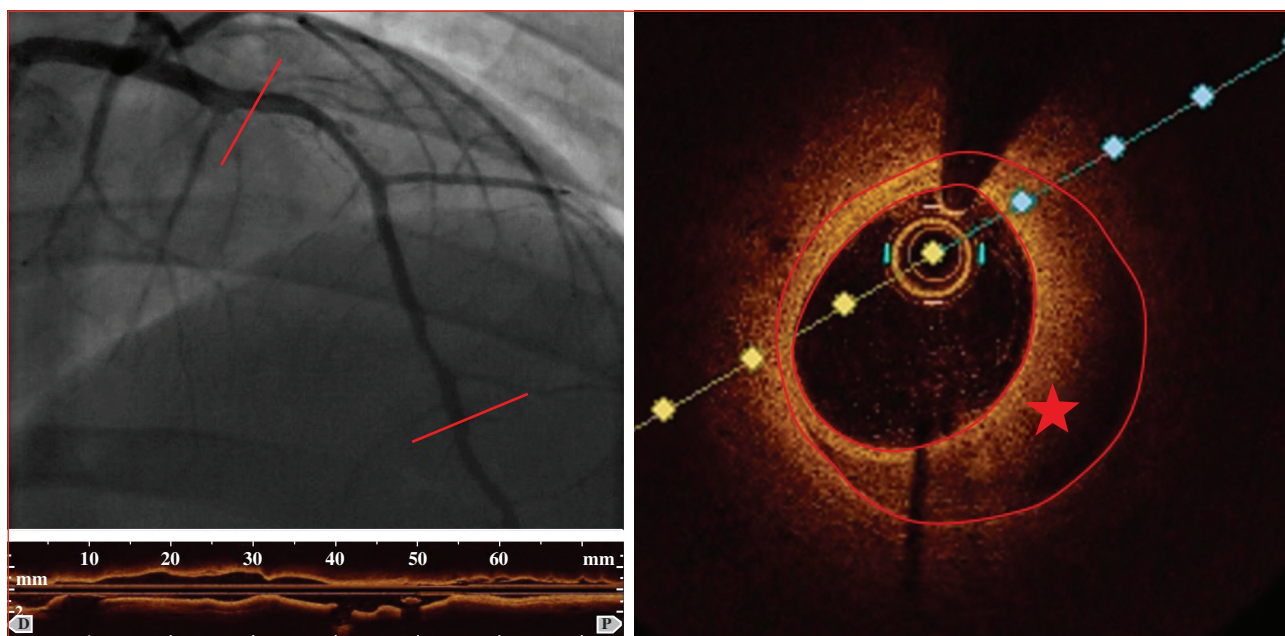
Confrontation de l'aspect angiographique et de l'aspect en tomographie par cohérence optique. L'imagerie endocoronaire a été effectuée sur 75 mm (entre les deux traits rouges). L'étoile rouge correspond à l'hématome intramural.
